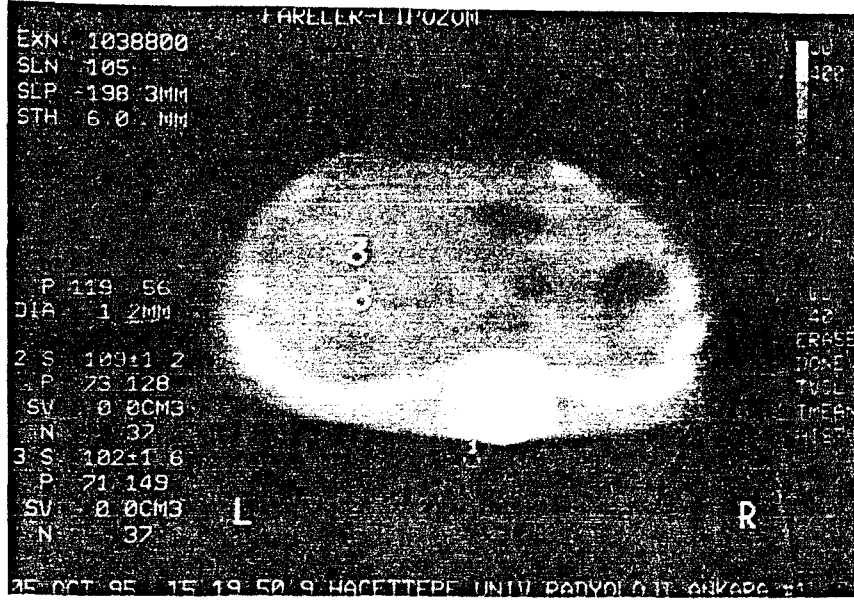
Ultravist Enjeksiyonundan Sonra KC CT Görüntüsü
